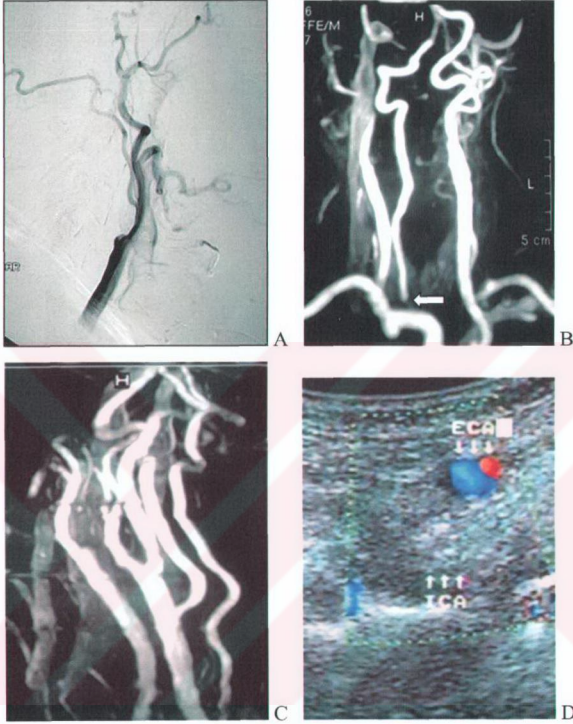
A) DSA tetkikinde sol İCA'da grade 3 (%75) stenoz izlenmektedir. TOF MRA (B), RDUS (C) ve kontrastlı MRA (D) incelemelerinde de DSA ile uyumlu olarak sol İCA'da grade 3 stenoz tesbit edilmiştir. Doppler US incelemede PSV/EDV: 303/115 cm/s'dir (otuzüç numaralı olgu).
